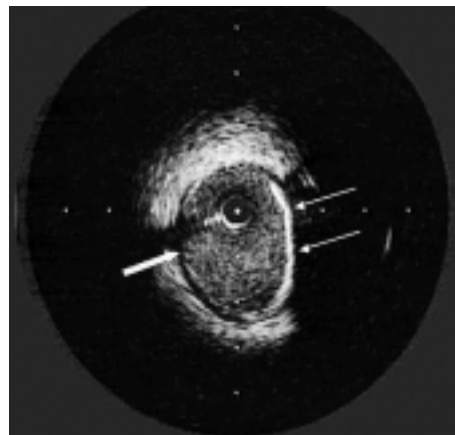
Esempio di un'estesa placca aterosclerotica (freccia piena) con area calcifica e zona d'ombra (doppia freccia) vista con ecografia intravascolare.
